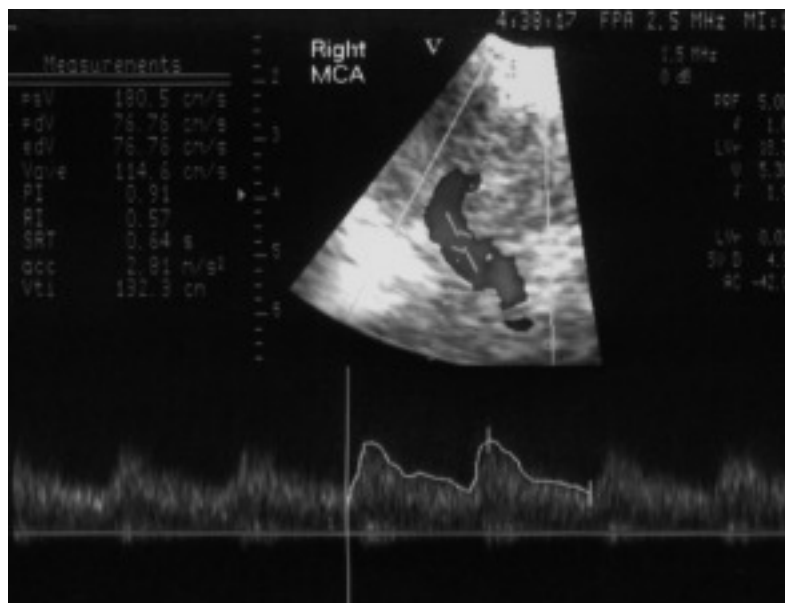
Patrón sonográfico de arteria cerebral media derecha por Doppler transcraneal con codificación de color (DTCC) realizado tras tratamiento de HTEC durante 48 h con barbitúricos. Obsérvese el aumento de la velocidad diastólica hasta 76 cm/s y la disminución del índice de pulsatilidad (IP) de 0,91.
